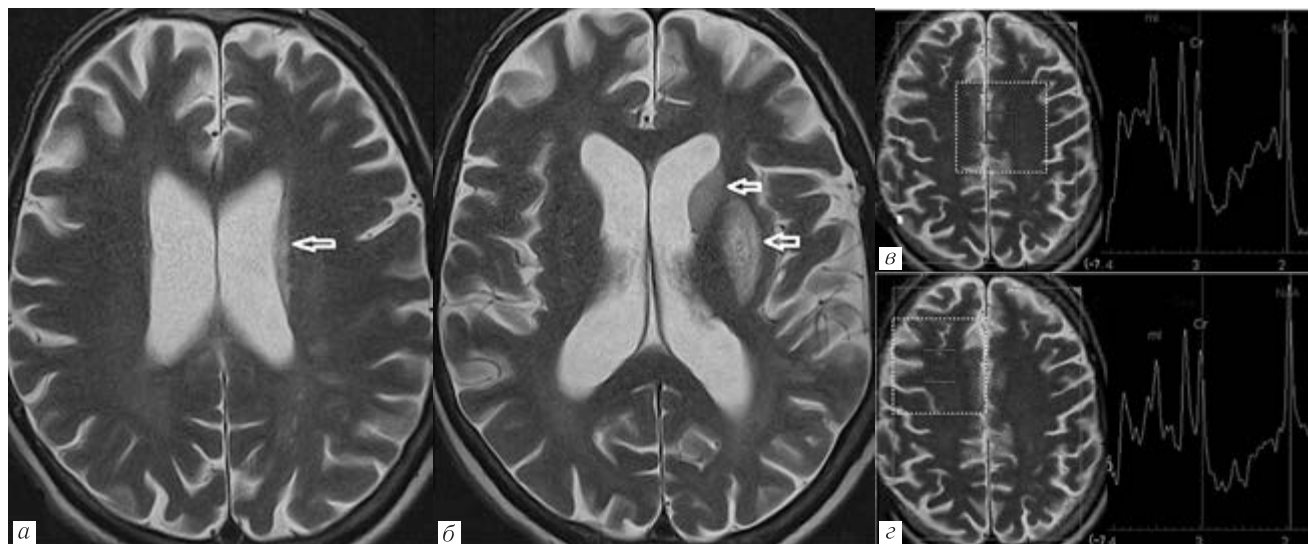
Клинический пример № 1. Пациент М., 60 лет. На МРТ головного мозга: на Т2-ВИ в левой гемисфере в области хвостатого ядра (а, б) и скорлупы (б) визуализируются признаки ОНМК в бассейне левой средней мозговой артерии. При ^1H -МРС медиальной коры левой лобной доли (в) — повышение Cho и mI, снижение NAA. ^1H -МРС белого вещества правой лобной доли (г) — снижение NAA, повышение Cho, повышение mI
